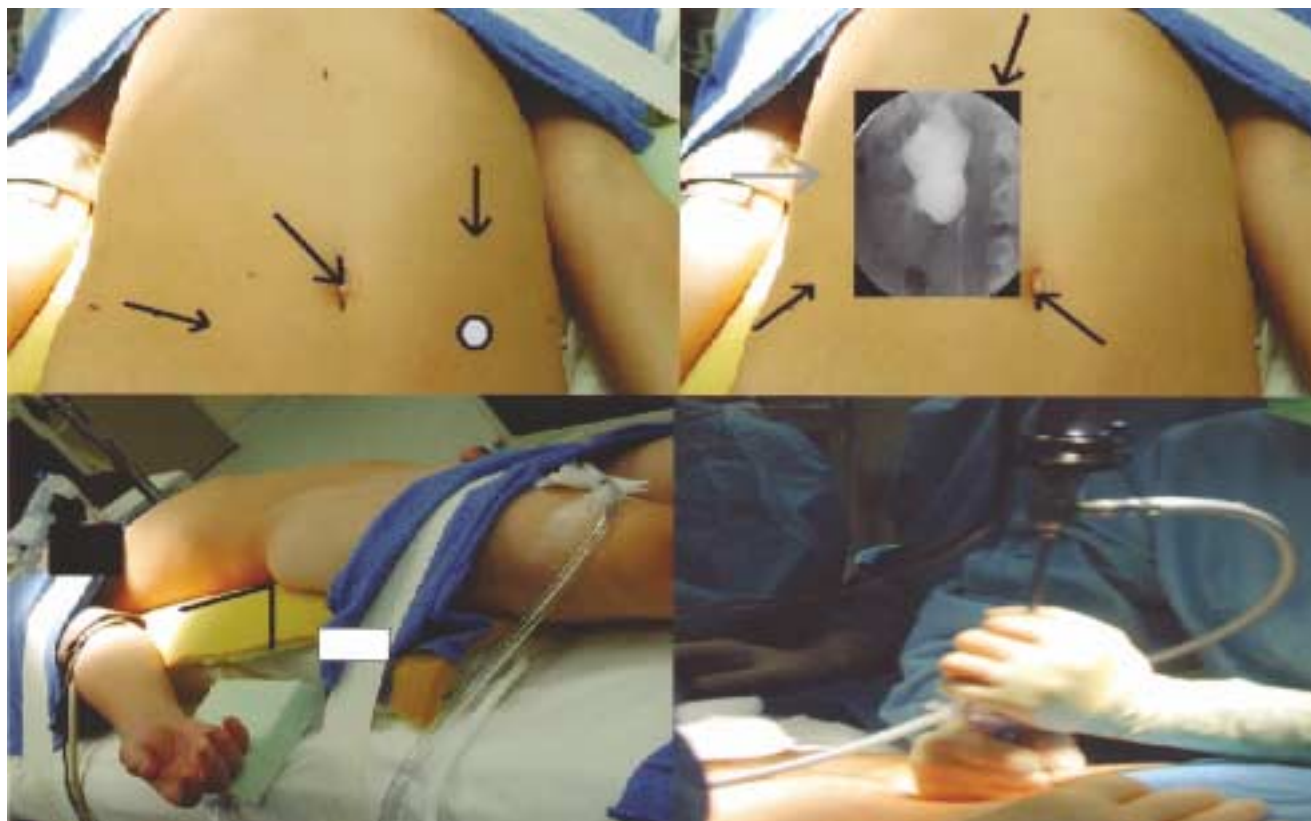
Las flechas indican la colocación de los puertos para el abordaje laparoscópico de testículos no descendidos (foto superior izquierda) y cirugía renal (nefrectomías, heminefrectomías, pieloplastias) donde puede utilizarse un cuarto puerto (flecha gris, foto superior derecha). La radiografía muestra una pelvis dilatada de un paciente con estenosis ureteropielíca. En las fotografías inferiores se observa la posición del paciente para la cirugía renal y la técnica de acceso bajo visión directa con el telescopio dentro del primer trócar.
